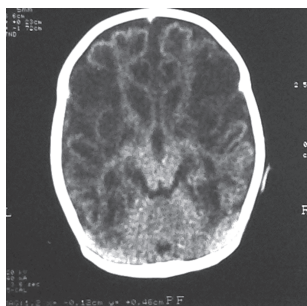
КТ ребенка Л. в возрасте 3 недель, перенесшего тяжелую интранатальную асфиксию. Диагноз: гипоксически-ишемическое поражение головного мозга тяжелой степени, синдром угнетения, неонатальные судороги, формирующийся ДЦП, тетраплегическая форма, диффузная энцефалолейкомаляция. Вещество мозга представлено множеством кистозных полостей, плотность которых приближается к плотности ликвора, и визуализируется в виде стенок кист и желудочков.
